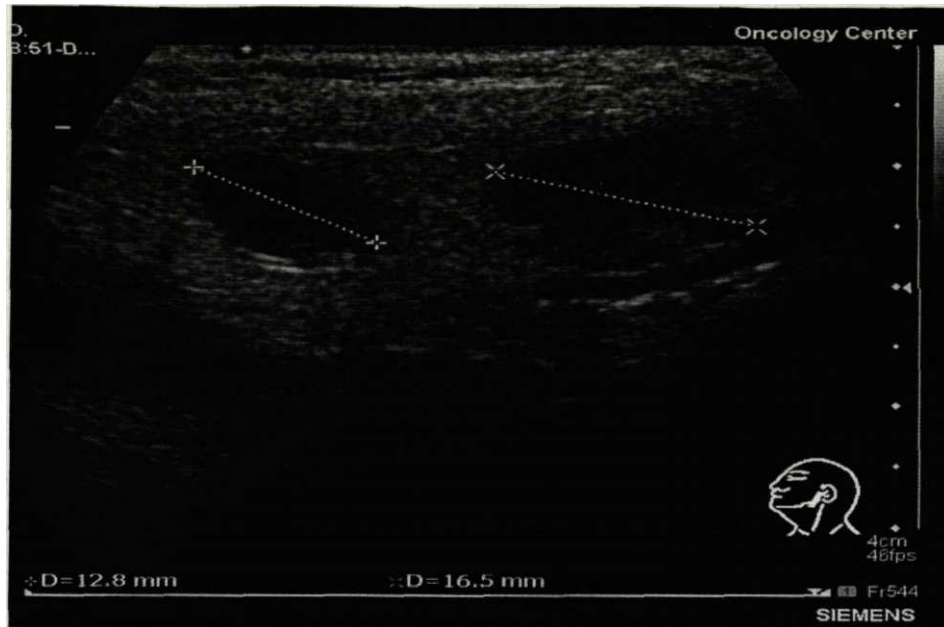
Пациент Б. Ультразвуковая томограмма в В - режиме околоушной слюнной железы слева при хроническом сиалоадените. Цитологическое заключение - лимфоидная инфильтрация, характерная для хронического сиалоаденита.
